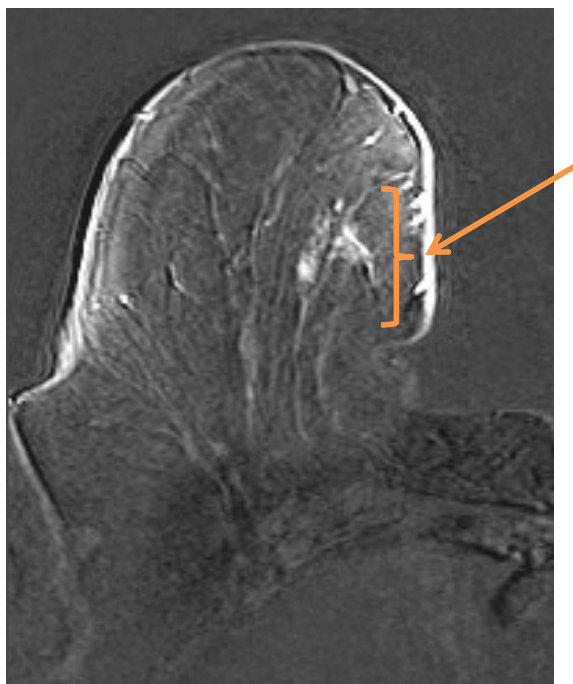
DCIS МРТ правой молочной железы. Постконтрастное изображение (стрелкой указаны выявленные изменения в молочной железе)
